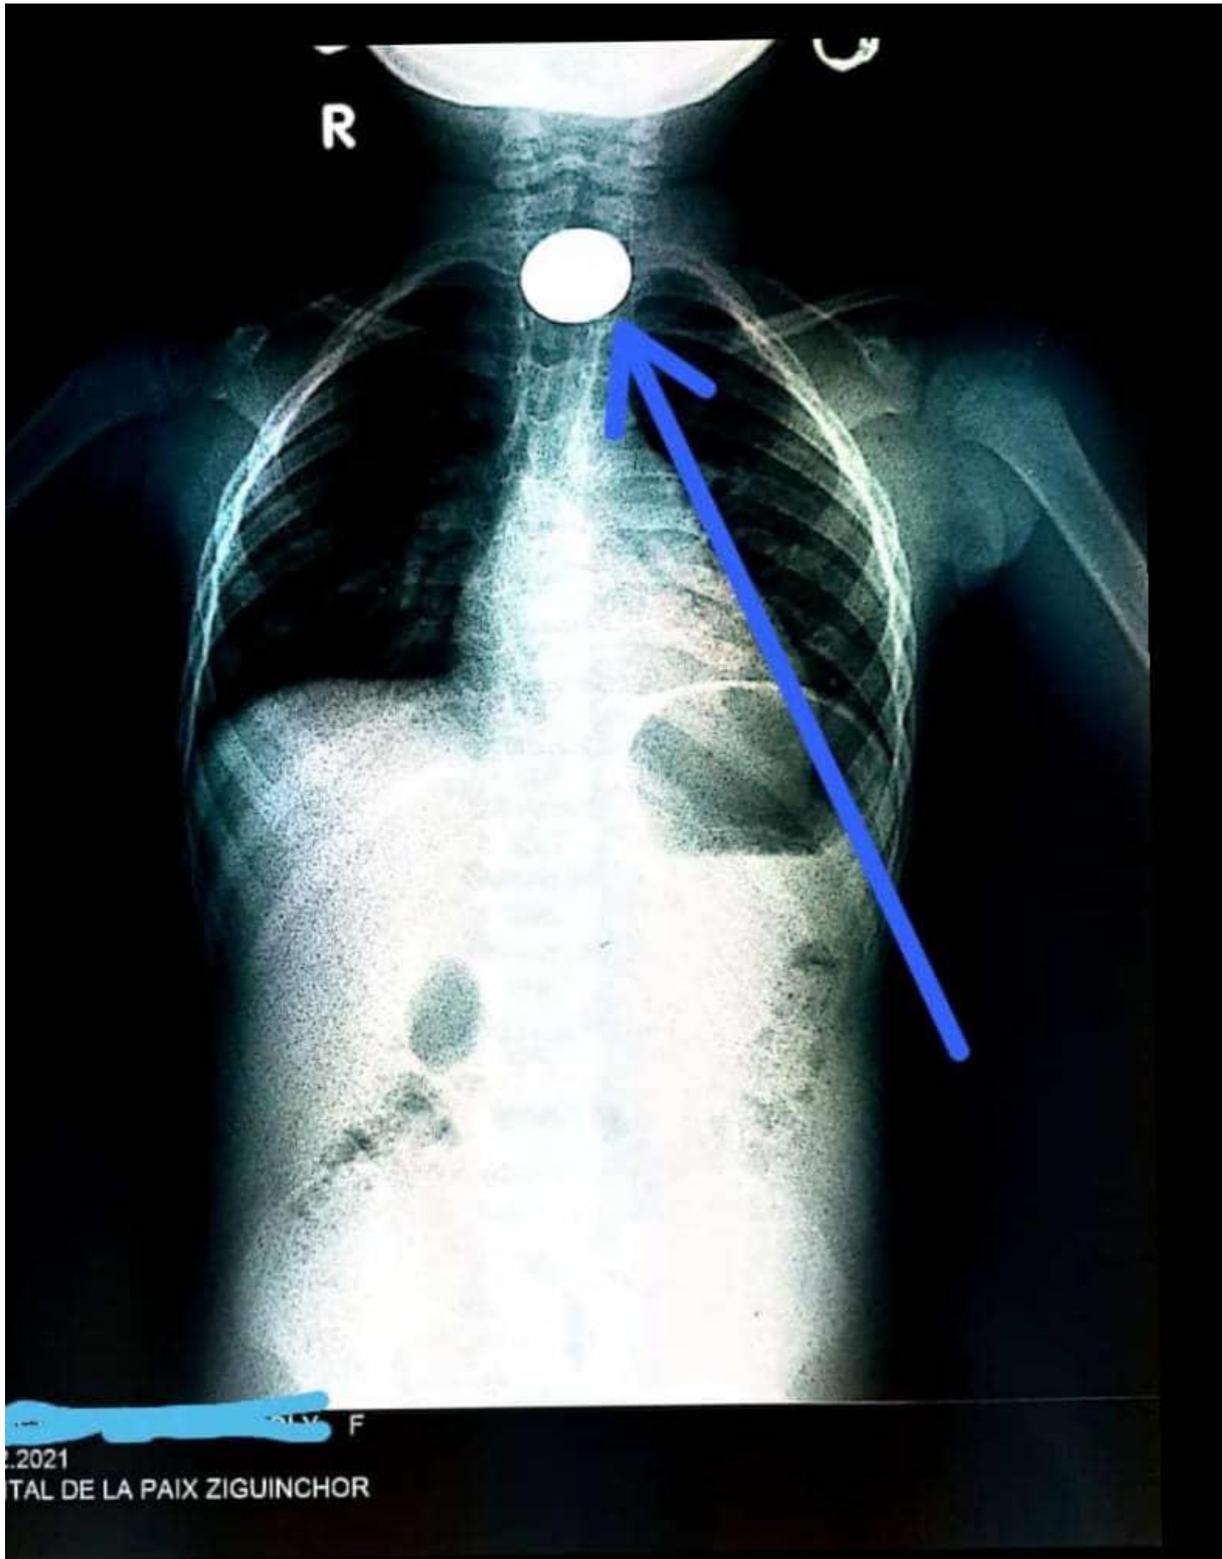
Radiographie standard d'un CE œsophagien à type de pièce de monnaie (Collection service d'ORL, HPZ)
